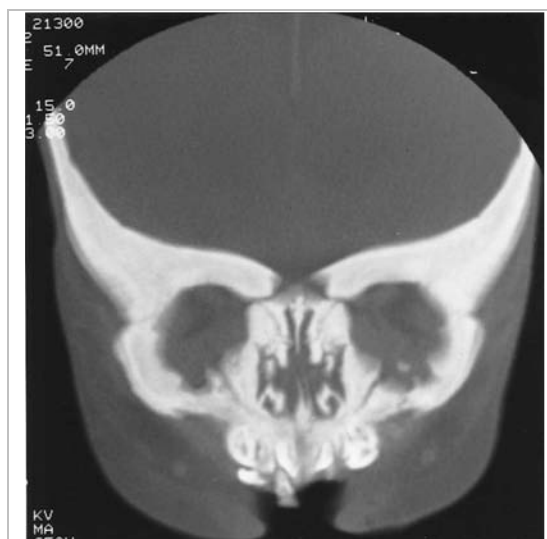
Ostéopétrose. La tomographie axiale de la tête et du cou commandée par ordinateur (coupe des os) révèle la densité accrue de l'os, l'oblitération des espaces médullaires et l'épaisseur accrue de l'os cortical.
